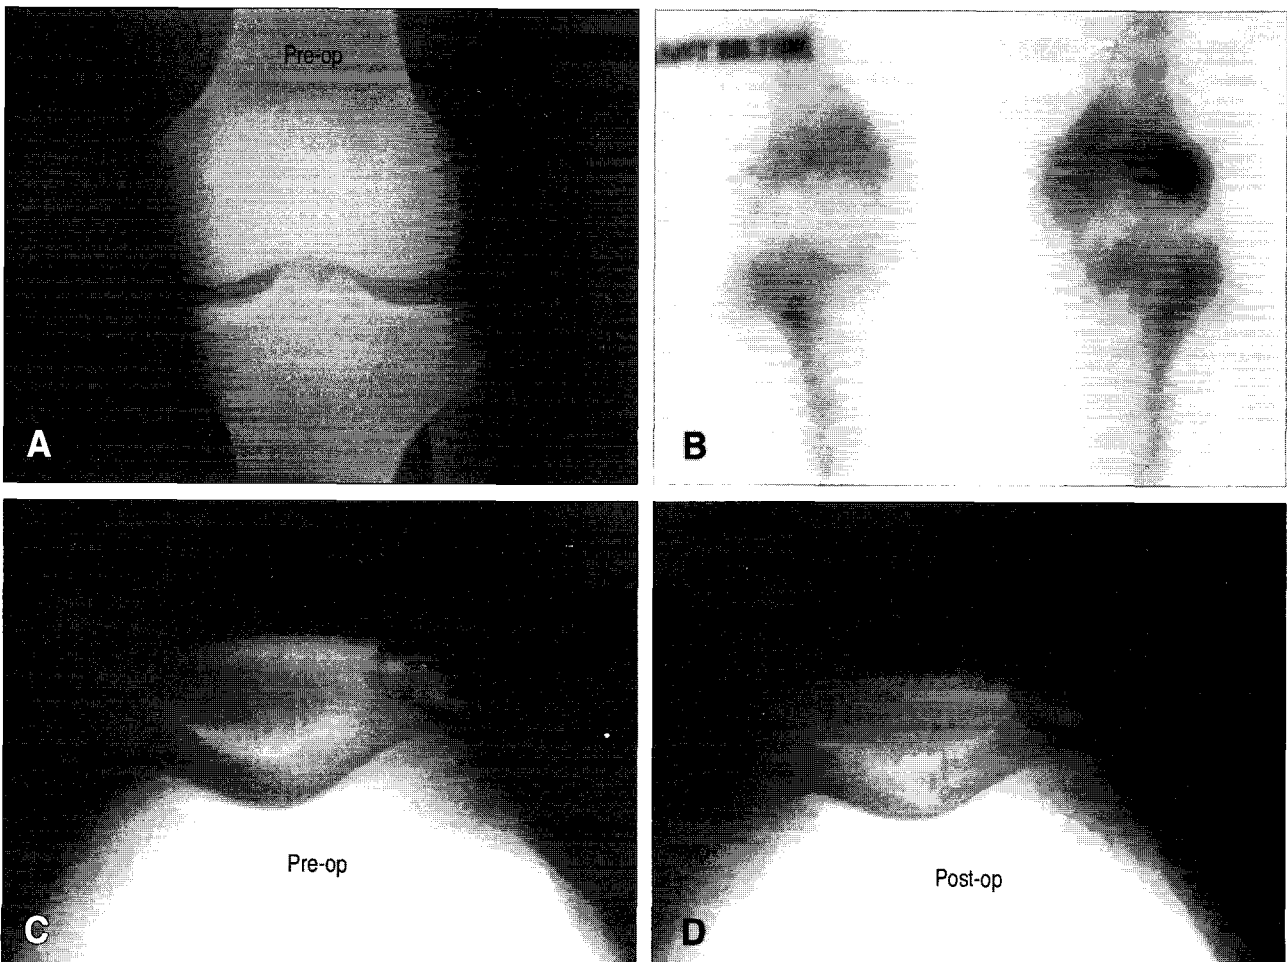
A 20-year-old man with Saupé type III bipartite patella (A). Increased uptake at superolateral portion of patella was shown on bone scintigraphy (B). Preoperative fragment tilting angle and fragment gap was 42 degrees and 2.5 mm (C), which was decreased to 35 degrees and 1.5 mm postoperatively (D).
